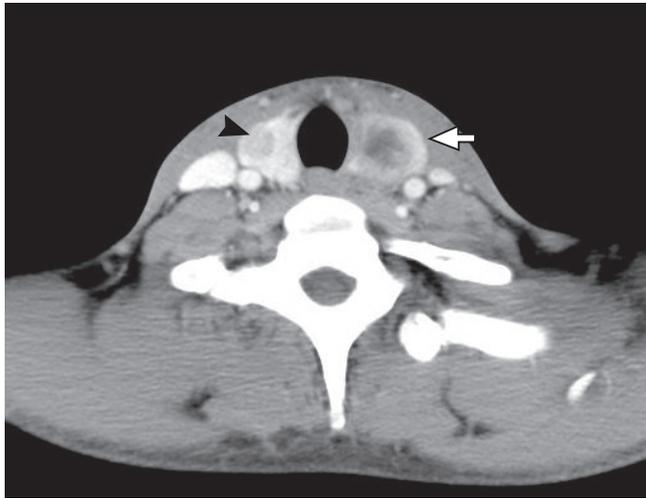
Contrast-enhanced computed tomography scan of the neck demonstrated a 2 cm sized rim enhancing lesion with thick wall and necrotic portion at left lobe of thyroid gland (arrow) and 10 mm sized nodule at right lobe of thyroid gland (arrowhead).
